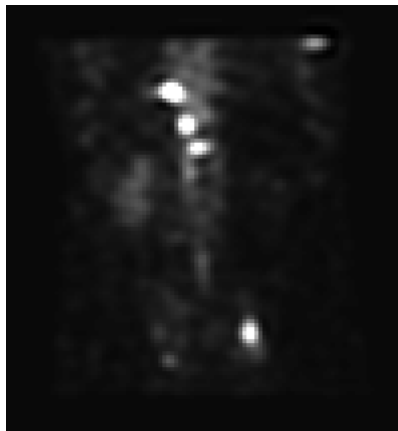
Corte coronal de una tomografía de cuerpo completo con lesiones.
